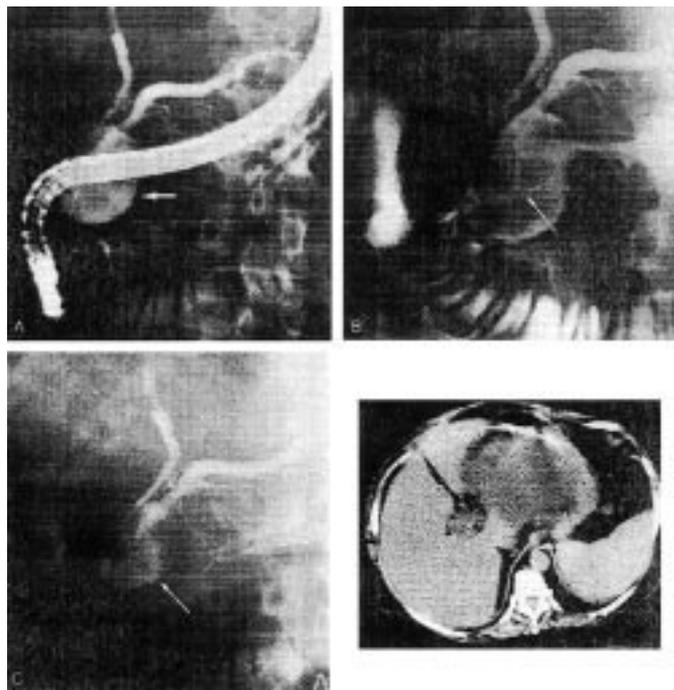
immagini radiologiche (CPRE - TC) che mostrano una PP cefalopancreatica (freccia).
